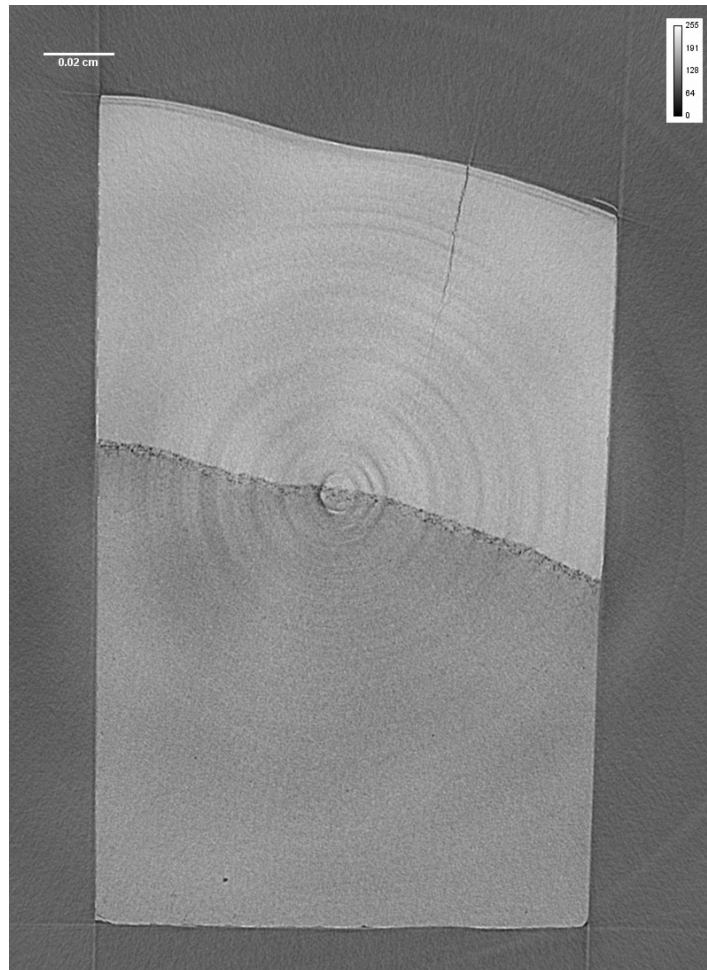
Fotomicrotomografia após análise com luz síncrotron (grupo Pasta MI 8h).
